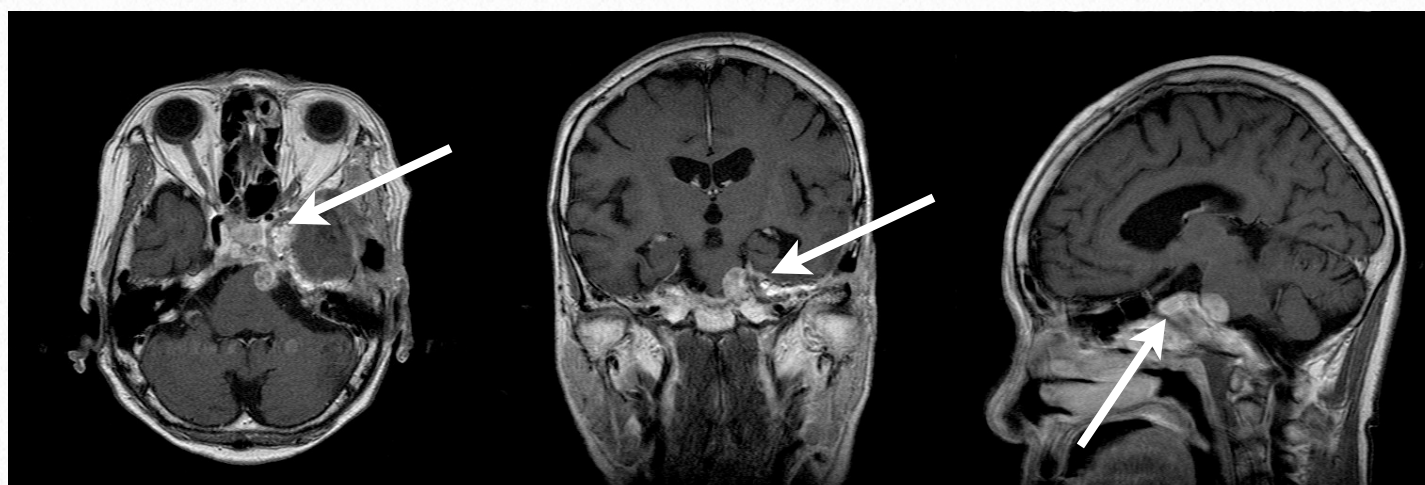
症例1・術後MRI：腫瘍の大部分は摘出された。しかし、内側には残存し(→)、これに対してはサイバーナイフ治療を受けていただいた。術後、髄液漏は観察されなかった。
